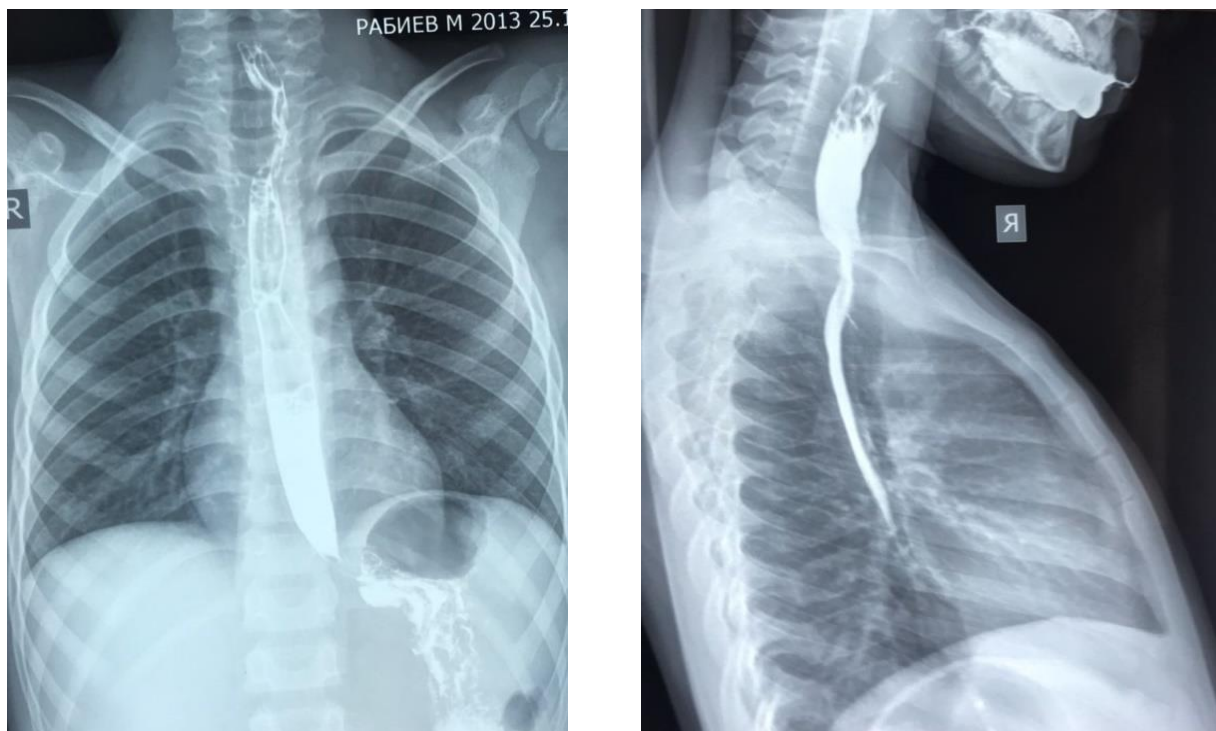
Рентгеноконтрастное исследование пищевода
